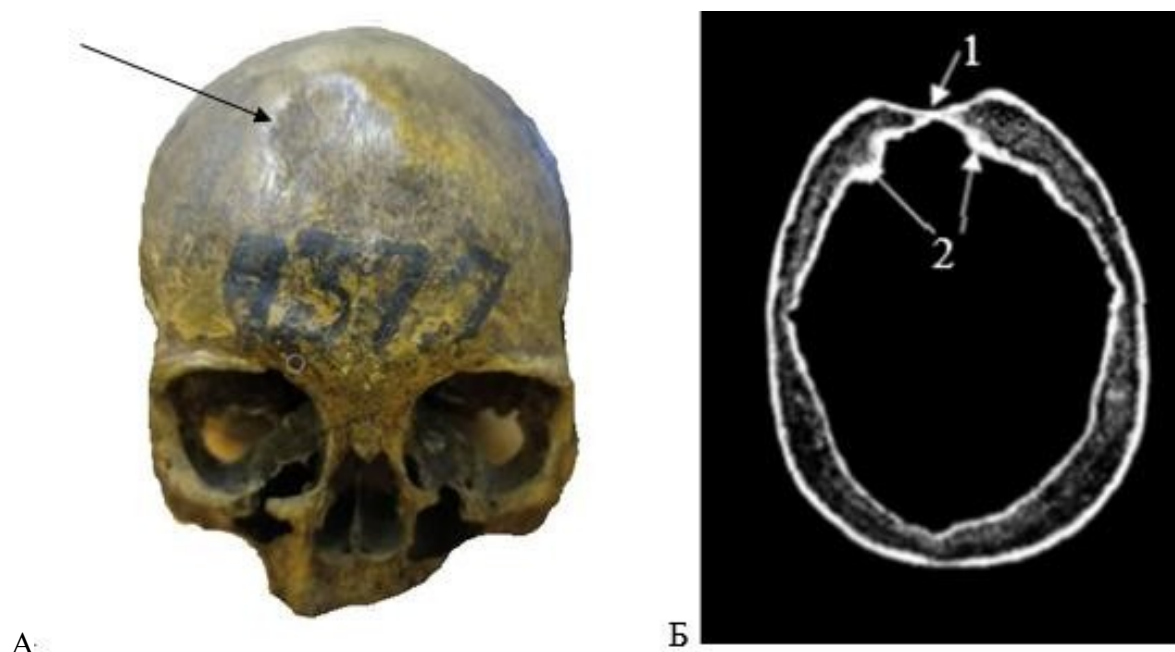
Череп № 4377, серия манси, Senilis. А – фотография черепа индивидуума №4377 стрелкой указано гуммозное поражение лобной кости. Б – аксиальный 2D срез снимка КТ. Стрелками указано: 1 – гуммозный процесс лобной кости с деструкцией верхней пластинки черепа и диплоэ вследствие сифилиса, 2 – лобный внутренний гиперостоз со стороны эндокрана, тип С.
